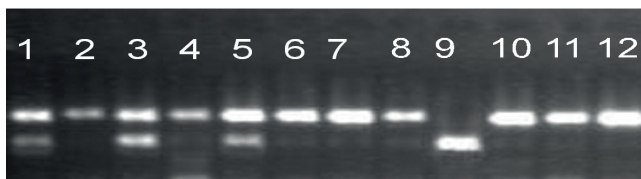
Результати електрофорезу фрагмента поліморфізму C<sup>-1562</sup>→Т промотору гена MMP-9 після рестрикції з використанням ферменту PaeI: смужки 2, 4, 6, 7, 8, 10, 11, 12 відповідають генотипу CC; 1, 3, 5 – генотипу CT; 9 –генотипу TT
